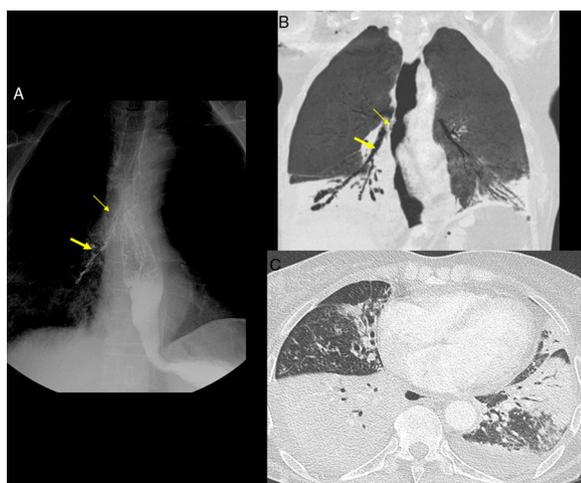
A) Esófagograma con contraste oral yodado: se observa el paso de contraste a través de la fístula (flecha fina) desde el esófago al bronquio intermediario derecho (flecha gruesa). B) TC torácica, reconstrucción coronal minIP: muestra la fístula (flecha fina) desde la luz esofágica al bronquio intermediario derecho (flecha gruesa). Además se aprecian condensaciones en ambos lóbulos inferiores. C) TC torácica, reconstrucción axial, ventana del parénquima pulmonar. Debido a múltiples episodios previos de aspiraciones, la paciente presentaba neumonía bilateral. Se observan condensaciones pulmonares en LM y lóbulos inferiores con algunas bronquiectasias asociadas en LM.
